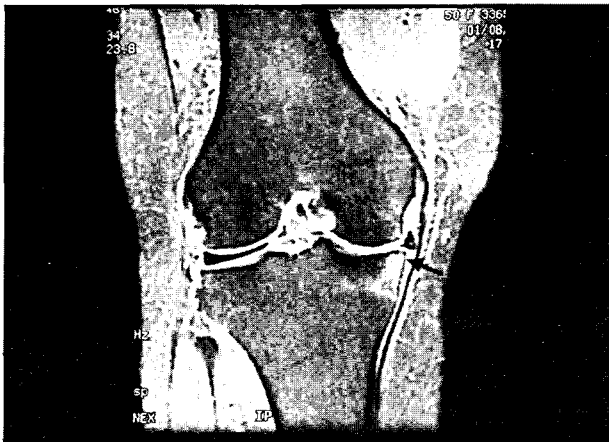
A coronal T2-weighted MR image demonstrates a typical bone contusion in the midpoint of medial tibial plateau and meniscotibial ligament tear(arrow).
